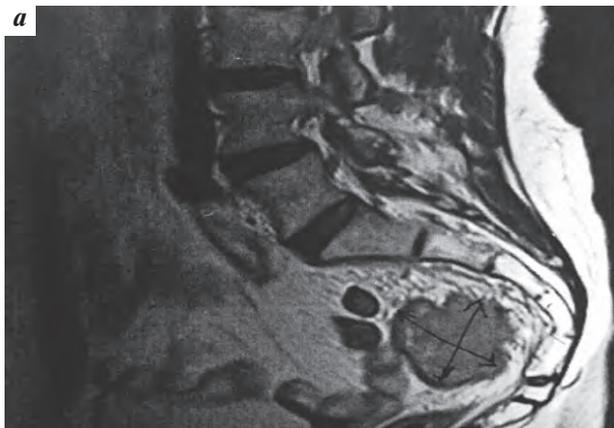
МРТ малого таза до лечения: а – сагиттальный срез; б – трансверзальный срез
